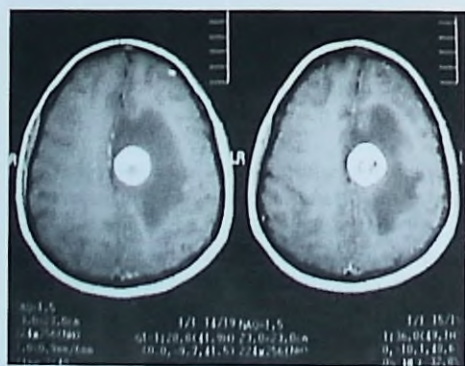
Resonancia magnética de un glioblastoma multiforme en un paciente de 81 años que se presentó con crisis parciales.
